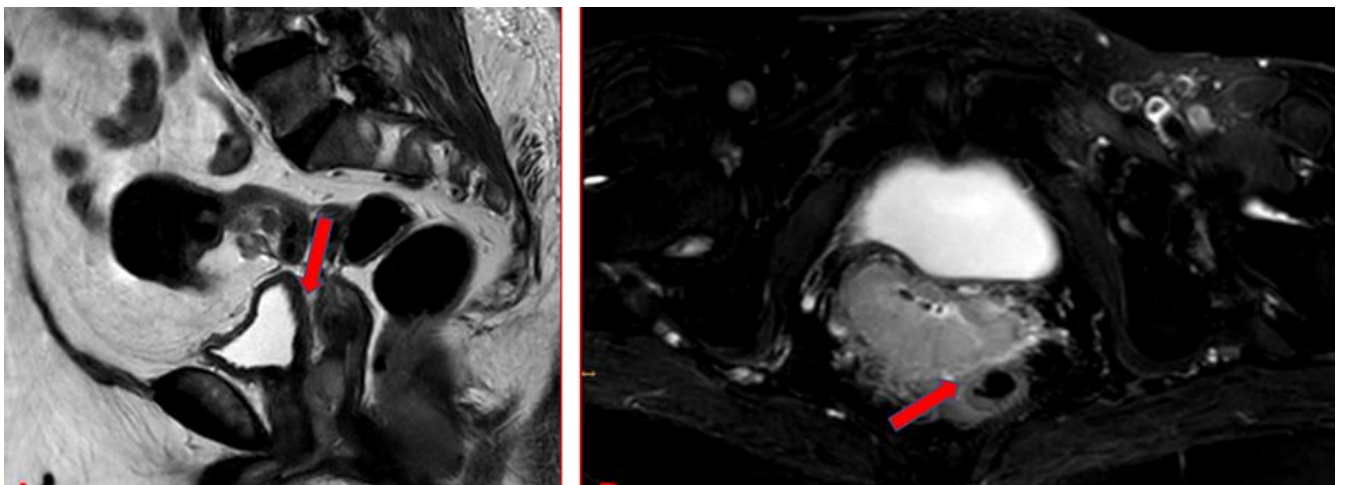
IRM en coupes sagittale T2 et axiale T2 FATSAT Gadolinium montrant une masse du col utérin envahissant la vessie et le rectum.
